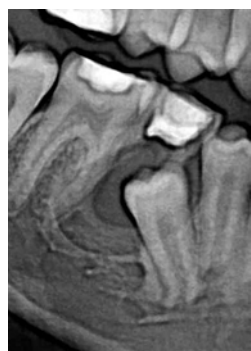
Рентгенограмма зуба 8.5
